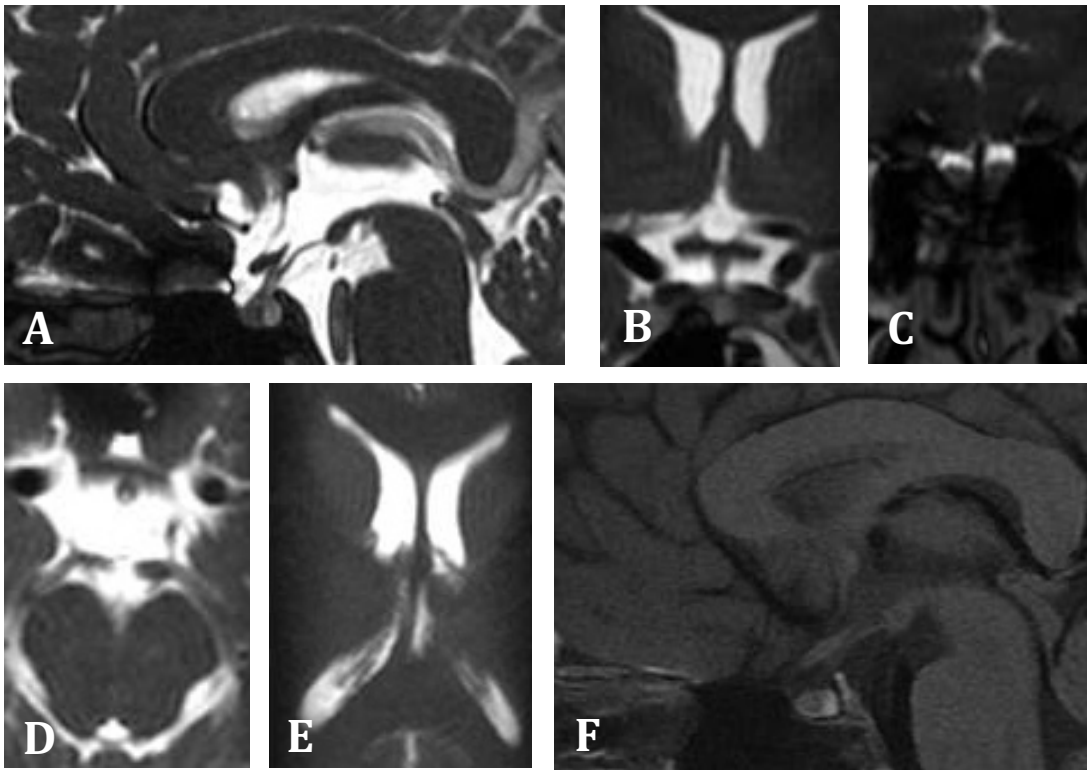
Slices useful for the analysis of T1-weighted and FIESTA sequences.
